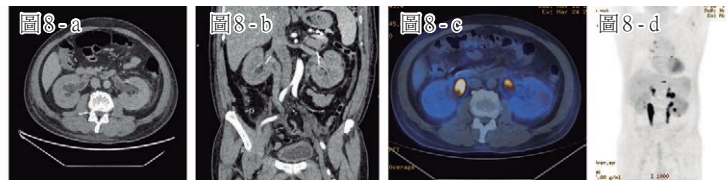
雙側輸尿管上段淋巴瘤。圖8a-8b. CT示雙側輸尿管上述管壁明顯增厚，
